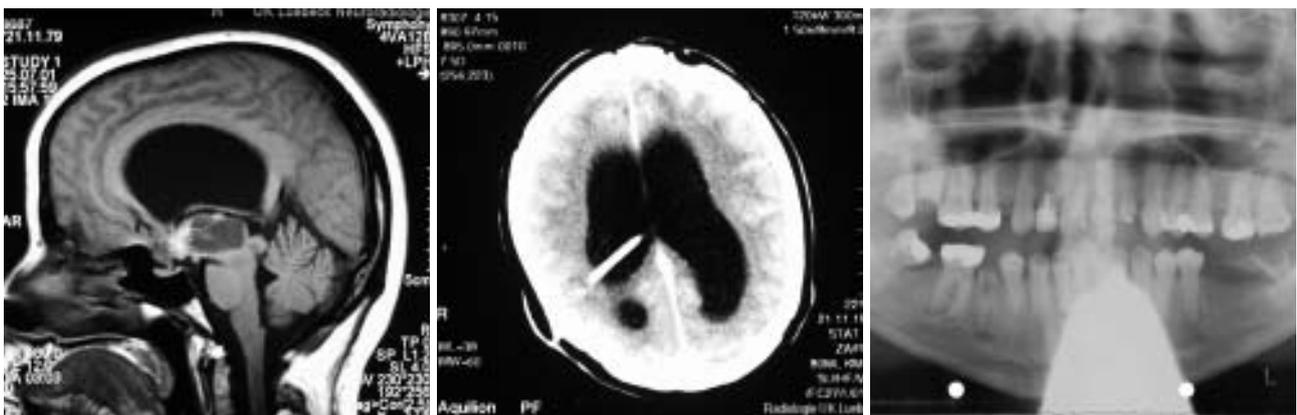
Kranielle Magnetresonanztomografie, sagittaler Strahlengang. Deutlich erweiterter Seitenventrikel. Kaudal davon lokalisierter, inhomogen-zystischer, teils unscharf begrenzter Mittellinientumor im Bereich des III. Ventrikels. – Abb. 2: Kranielle Computertomografie, transversaler Strahlengang. Deutlich erweiterte Seitenventrikel bei verstrichenen äußeren Liquorräumen. Über eine Bohrlochtrepanation von rechts eingebrachte Ventrikeldrainage. – Abb. 3: Mitgeführtes Orthopantomogramm der Patientin.
